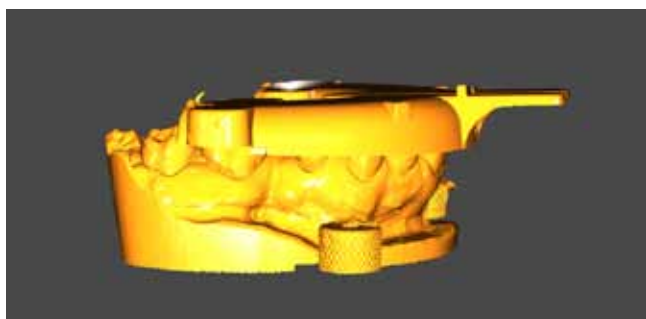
Скан гипсовой модели в/ч вместе с рентгеноконтрастной ложкой.
